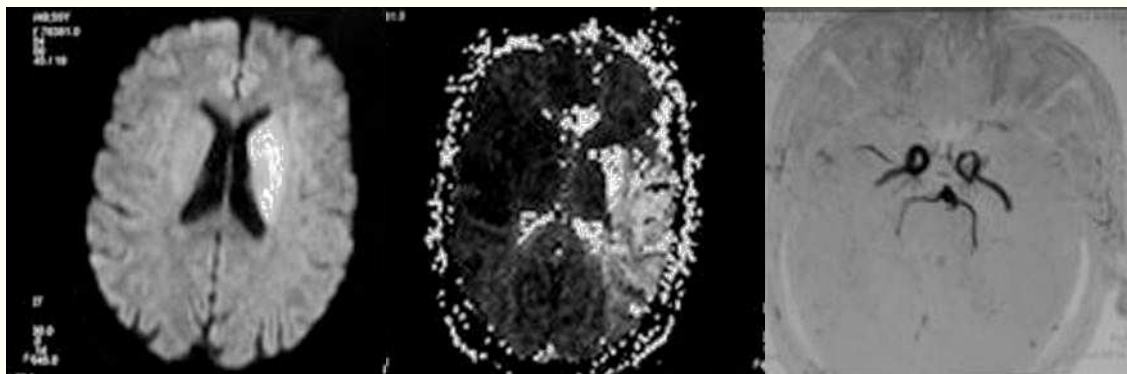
Resonancia magnética craneal: secuencias de difusión, perfusión y angiografía que muestran un infarto en fase hiperaguda en territorio profundo de la arteria cerebral media izquierda por oclusión proximal de dicha arteria, asociado a un retraso circulatorio extenso, predominantemente en la división posterior.
